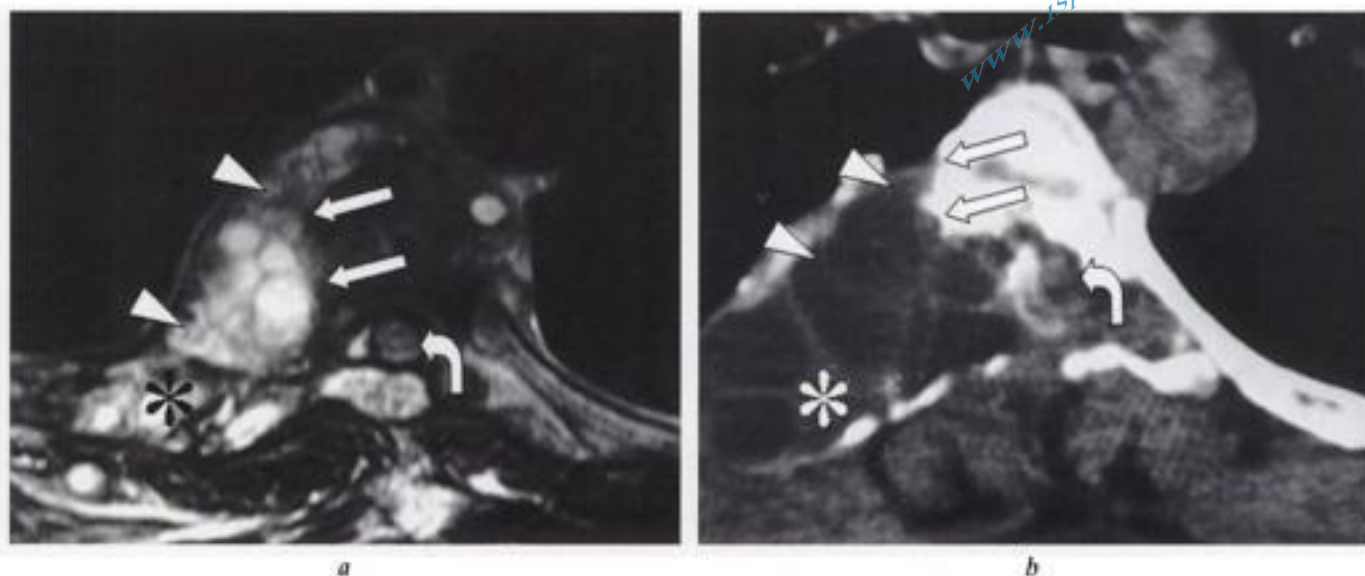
Hydatidose rachidienne, corrélation IRM/TDM. a) IRM, coupe transversale T2 et b) myélo-TDM dans le segment thoracique inférieur : atteinte extensive de la gouttière costo-vertébrale droite par des vésicules en hypersignal T2 (têtes de flèches en a), hypodenses en TDM (têtes de flèche en b), érodant les contours osseux de la vertèbre (flèches) et ayant détruit une côte droite (astérisque). Extension au canal rachidien refoulant la moelle épinière vers l'avant et vers la droite (flèche courbe) (clichés M. Benhamouda, Tunis).
